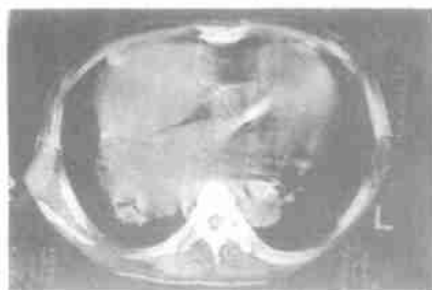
心力衰竭 CT 像 WW300HU, WL50HU
